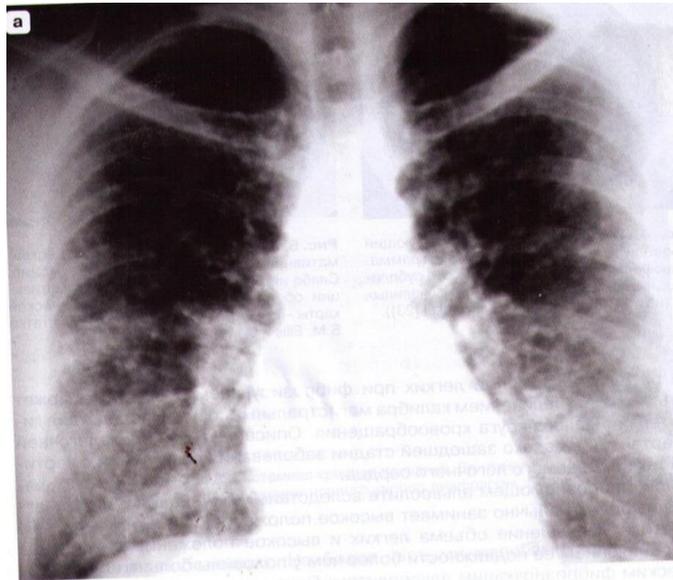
Рентгенограмма пациентки «С», 1957 года рождения, с фиброзирующим альвеолитом («сотовое легкое»)
